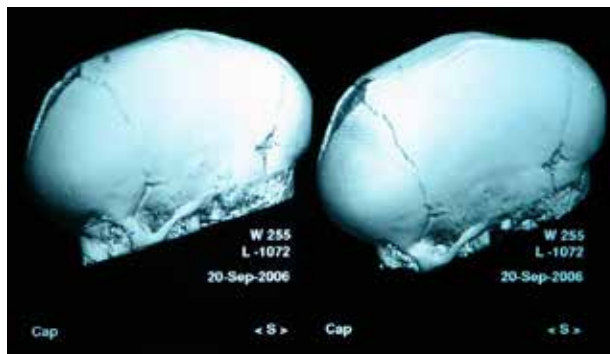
Aspect of CT scan with 3D reconstruction: Pre-operatively From the personal collection of Prof. A.V. Ciurea
